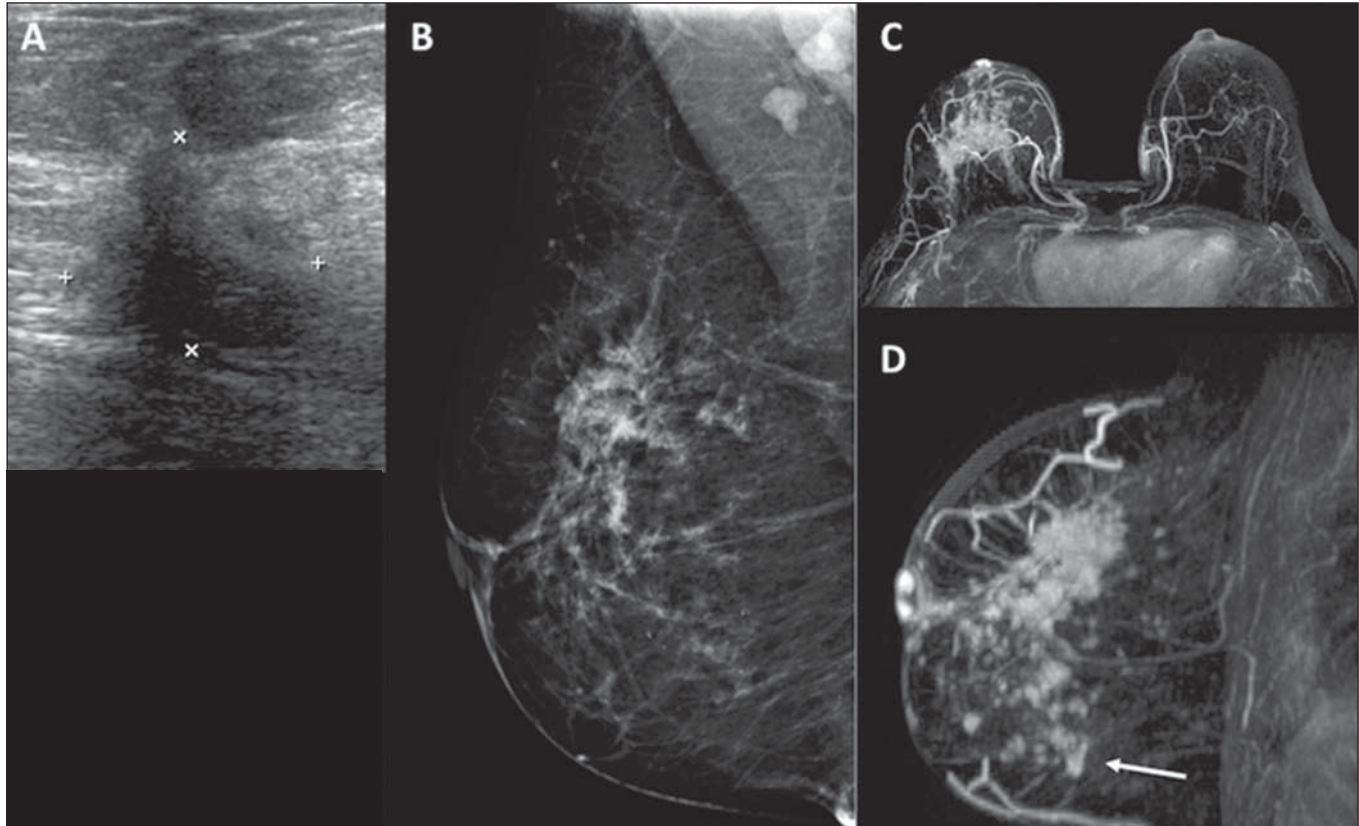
Ultrassonografia (A) demonstra nódulo hipocogênico irregular no quadrante superolateral da mama direita, que corresponde a assimetria focal na mamografia (B). Ressonância magnética mostra uma área de realce maior (C,D), com extensão para os quadrantes inferiores (seta).
